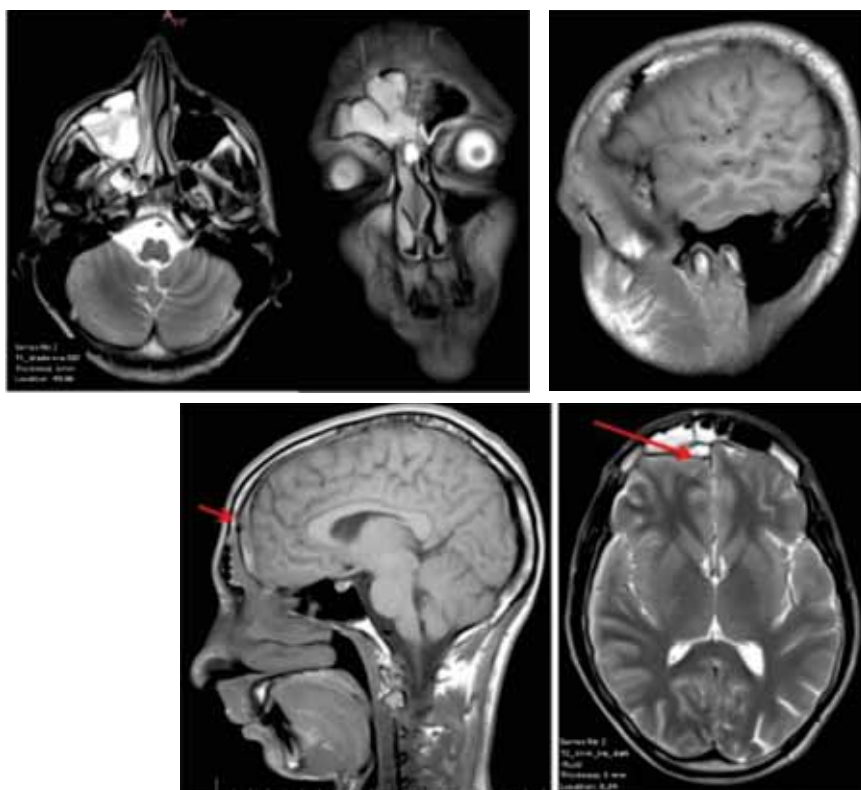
RMN cerebral (a,b,c,d,e)
